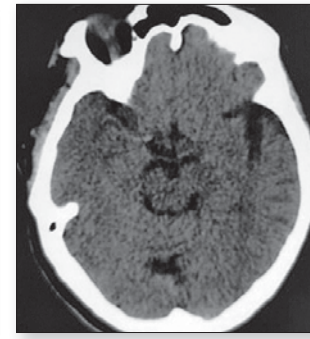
Правобічний симптом «шнура» («Cord Sign») як ознака гострого інсульту в басейні СМА (дані МРТ)
